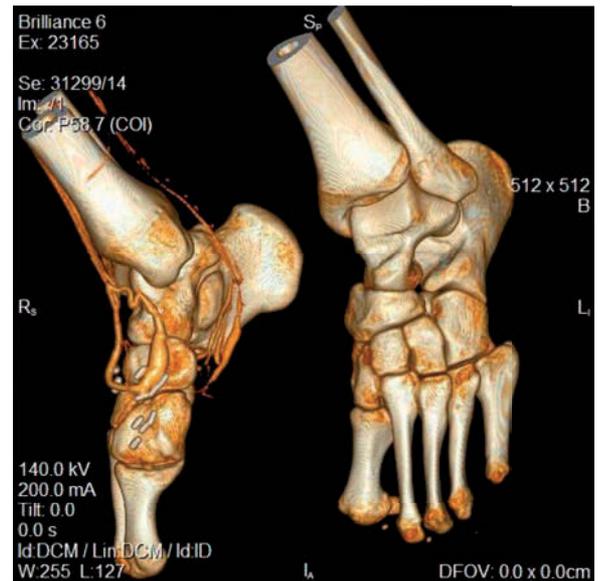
Angiotomografía posoperatoria.
